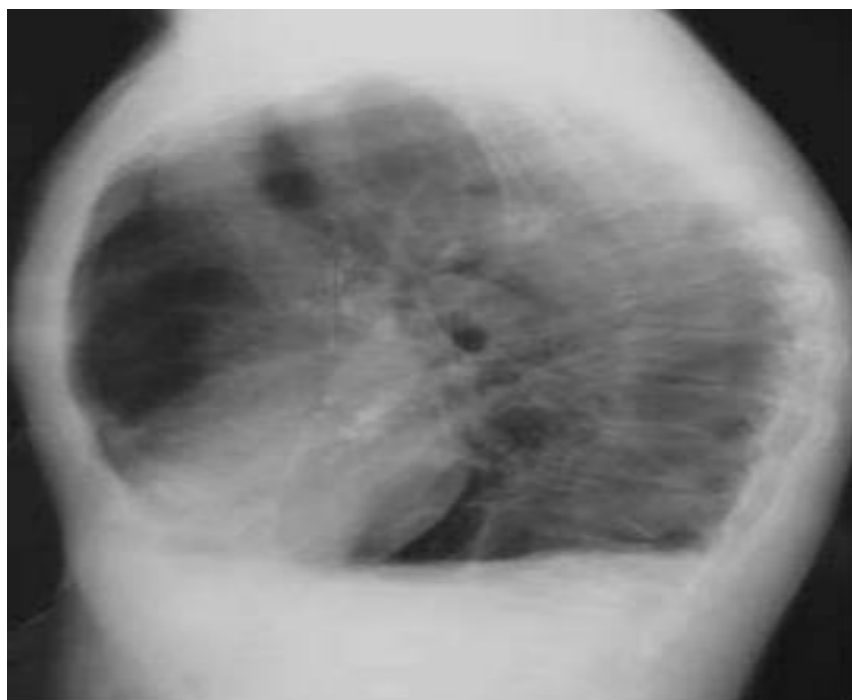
Radiographie thoracique de face et de Profil montrant une distension thoracique
